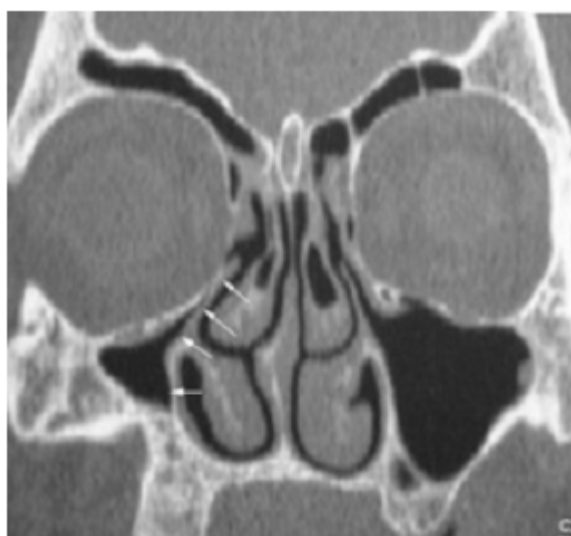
TDM coupe coronale qui visualise un sinus maxillaire droit hypoplasique
